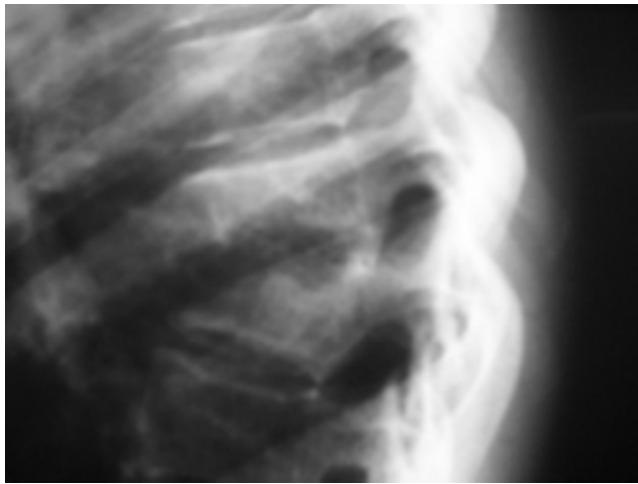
Radiografía lateral de la columna torácica donde se observa destrucción de dos vertebras contiguas (imagen en espejo). Característica del mal de Pott. La IRM se solicita para valorar la invasión del absceso hacia el canal raquídeo.
